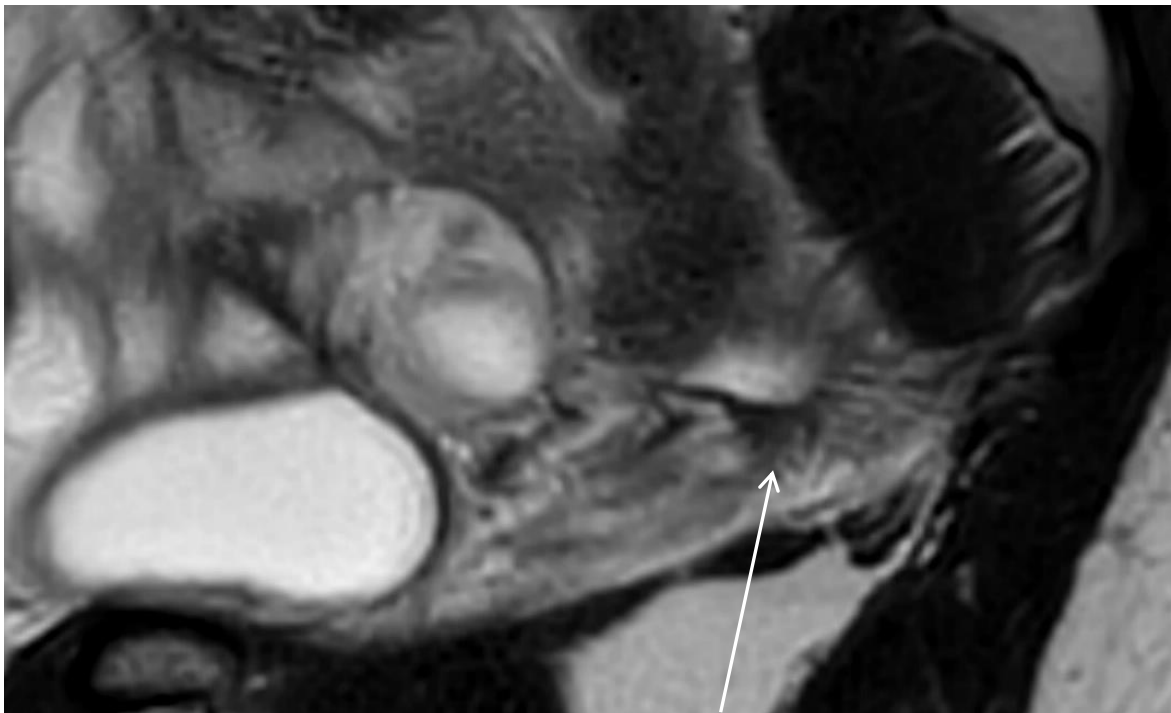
IRM séquence sagittale T2 : nodule du LUS en hyposignal, spiculé (flèche blanche).
